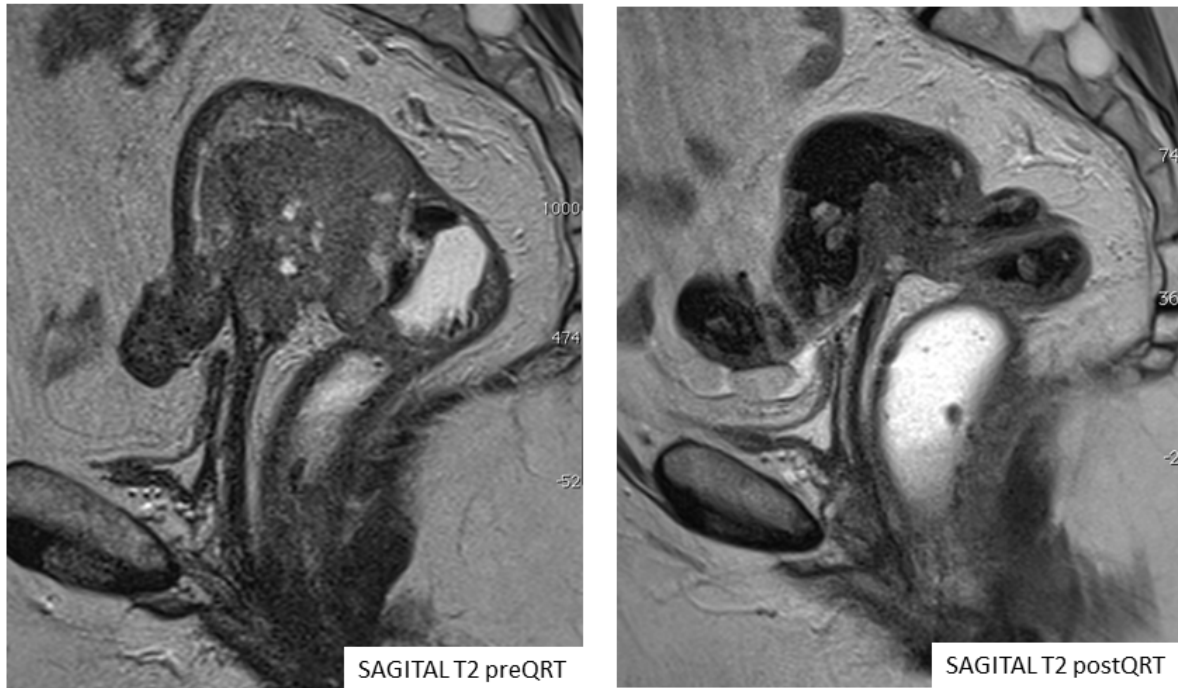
Caso 1. RM en incidencia sagital. Valoración postQRT con reducción de volumen de la masa tumoral persistiendo tumor viable que infiltra la cúpula vaginal (ymrT4). Confirmación histológica (ypT4).
